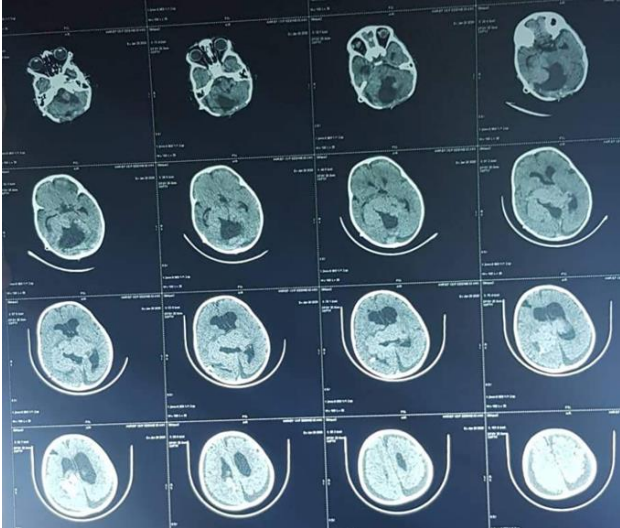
TDM cérébrale coupe axiale rechute tumorale 01 mois après la deuxième chirurgie.
